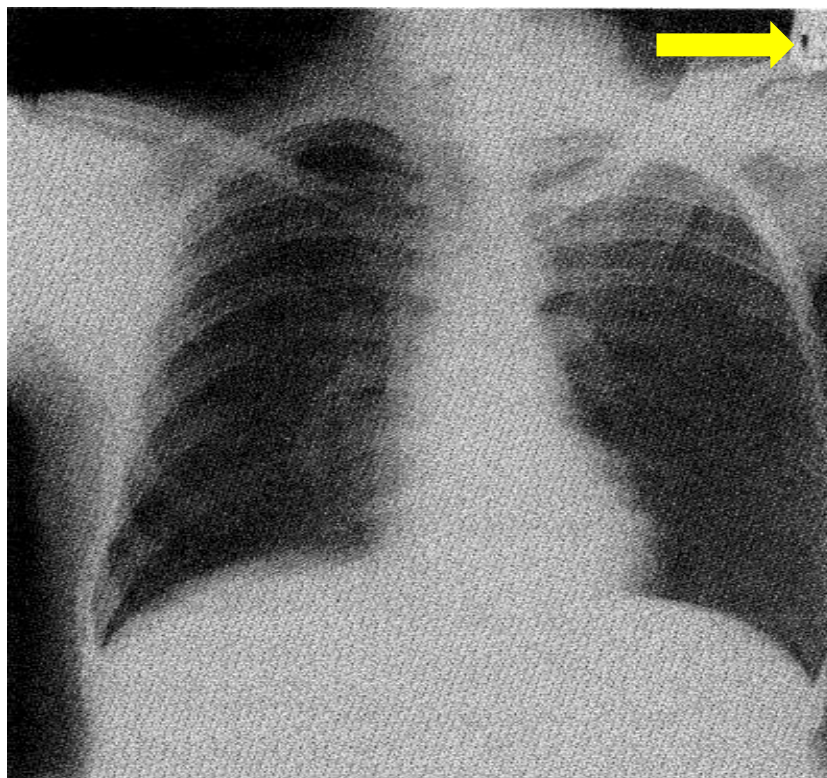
Radiographie thorax de face d'un enfant agé de 14 ans présentatn une surélévation congénitale de l'épaule gauche grade II de Rigault associé à une hyperclarté de l'hémithorax gauche et absence de l'ombre du muscle pecotale gauche.(51)
